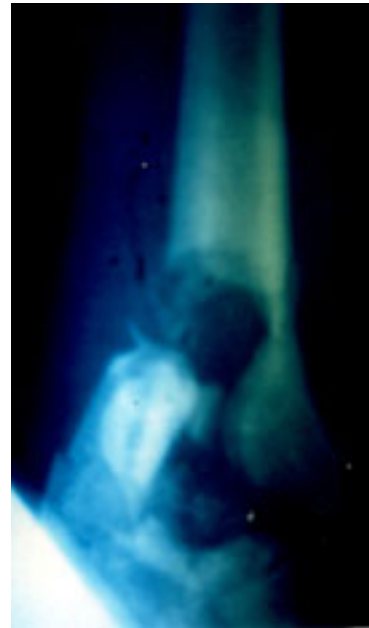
Radiografía de proyección anteroposterior de metafisaria distal de húmero, obsérvese que la fractura era compleja ya que tenía fragmentos pequeños interarticulares, supracondíleos, así como una pérdida pequeña de tejido óseo en la diáfisis.
